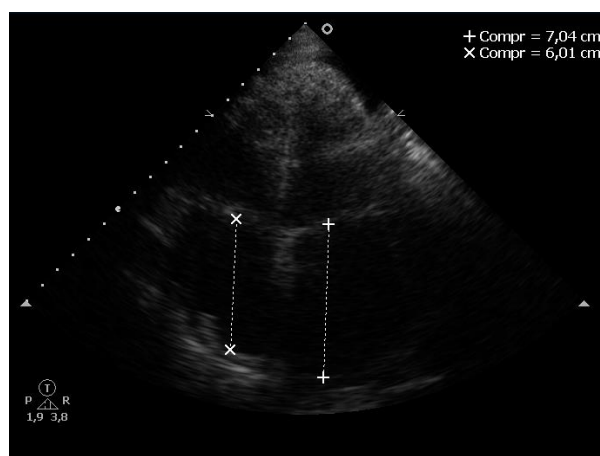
Ecocardiograma transtorácico, via apical 4 câmaras, evidenciando dilatação biauricular.
